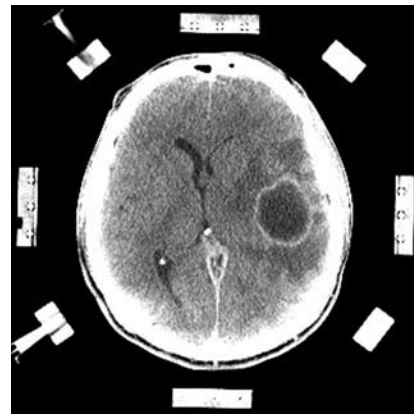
СКТ хворого з бактеріальним абсцесом лівої скроневої частки в стереотаксичній рамці до операції.
